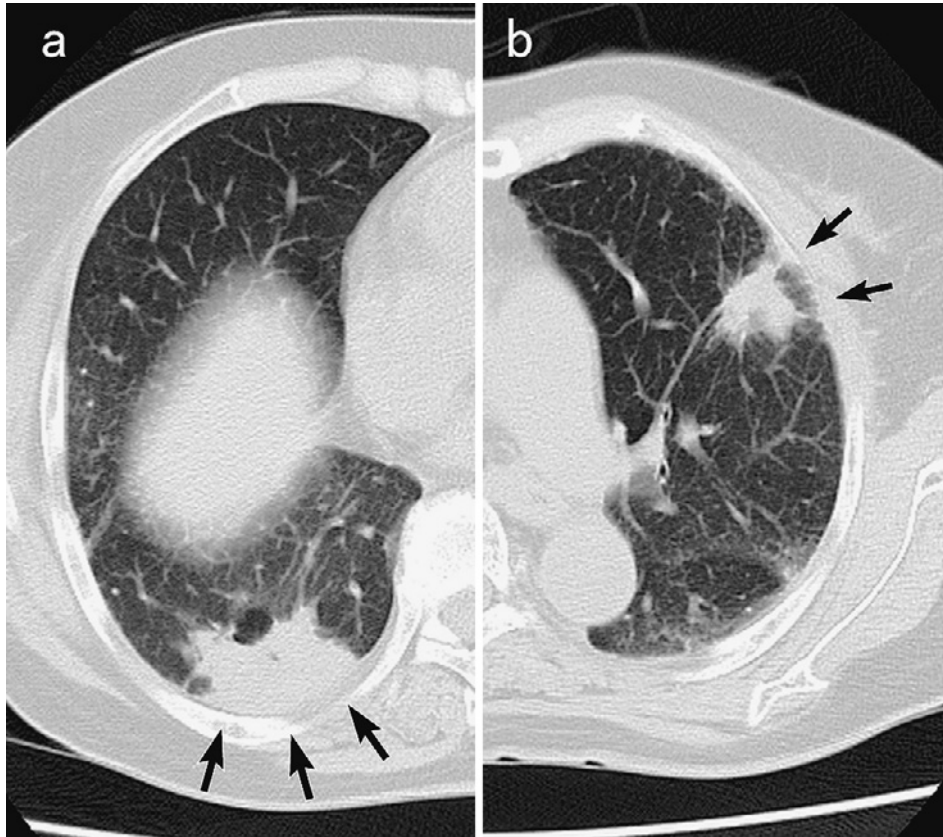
a. Chest computed tomography demonstrating an irregularly shaped lung mass measuring 4.5 cm in diameter in the posterior-basal segment of the right lower lobe. b. A spiculated mass measuring 2.5 cm in diameter is also noted in the anterior segment of the left upper lobe.
